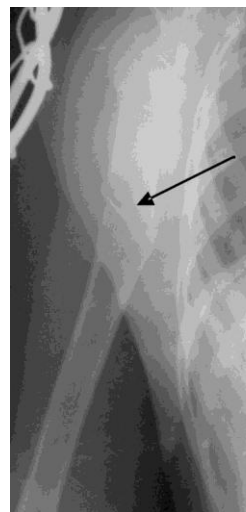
Рентгенограмма больной С., 4 лет. Плечо с плечевым суставом в прямой проекции. Солитарная киста, патологический перелом. Симптом «упавшего фрагмента»
